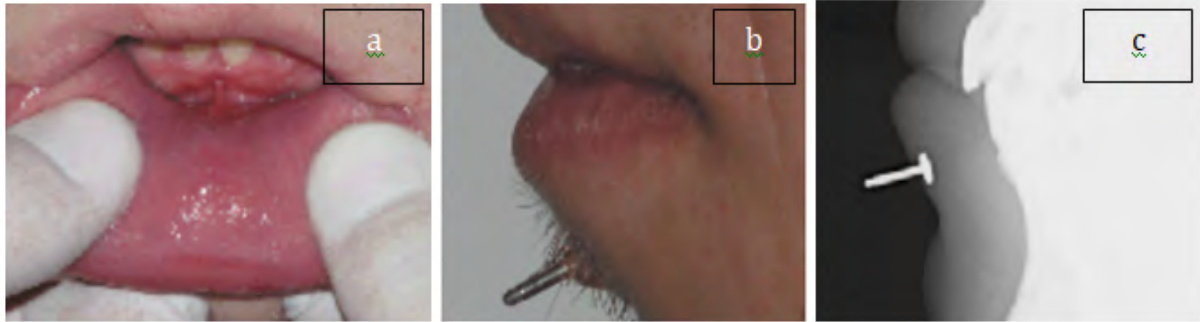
Photographies et extrait de la téléradiographie de profil :
